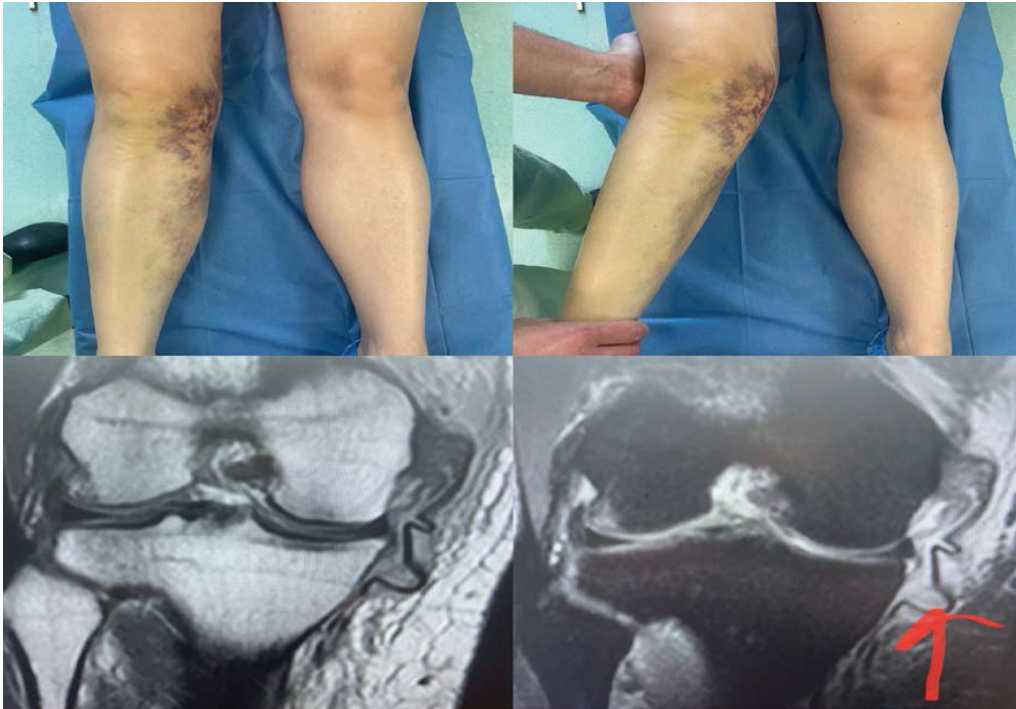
Дані фізикального обстеження та МРТ правого колінного суглобу пацієнтки Б
